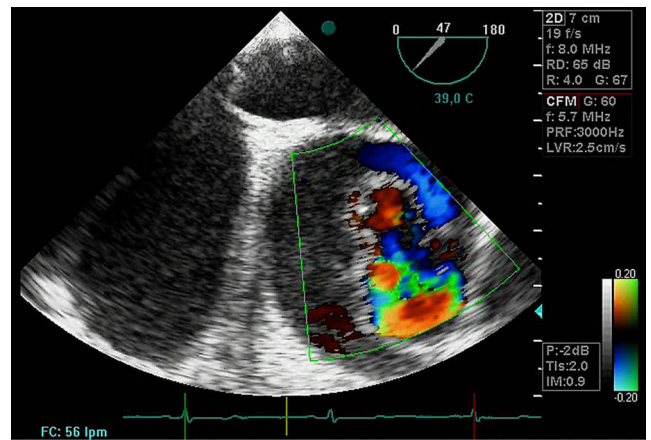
Imagen de ecocardiograma transesofágico en la que se observa la luz verdadera, la luz falsa así como la puerta de entrada.
